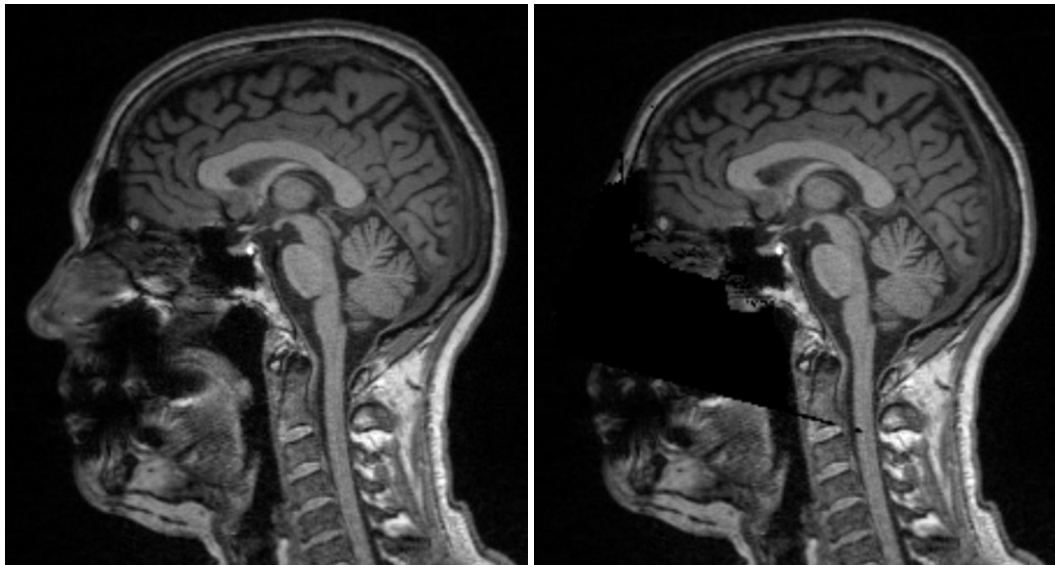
Anonymisierung mittels defacing. Links: Mittsagittaler Schnitt durch ein MRT-Bild. Rechts: Derselbe Schnitt nach Anwendung des *MRI_Deface*-Algorithmus. MRI = *magnetic resonance imaging*, MRT = Magnetresonanztomografie
